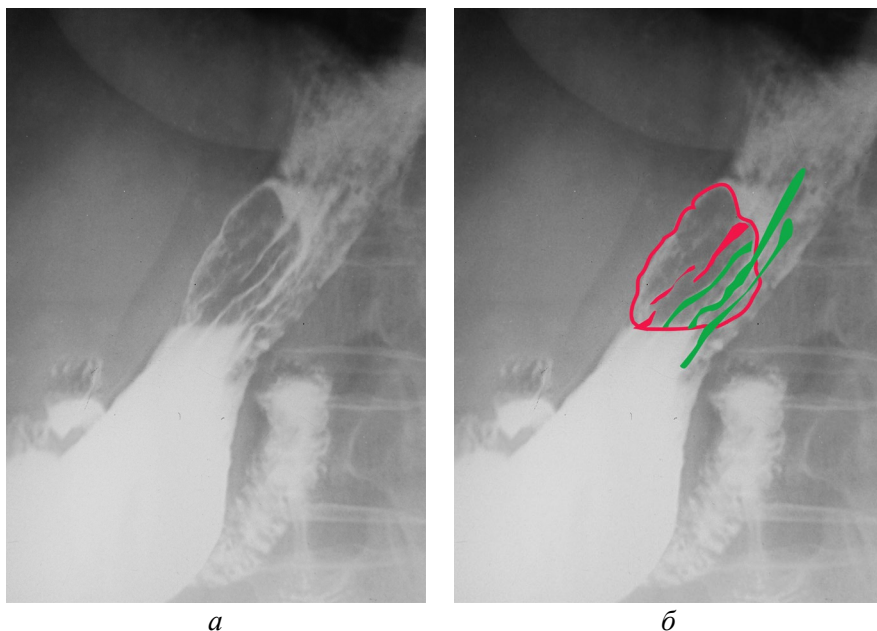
Рентгенография желудка при опухоли средней трети тела желудка. Определяется дефект заполнения (красная пунктирная линия). Отдельные складки слизистой оболочки на его фоне прослеживаются фрагментарно (красные области) – симптом обрыва складки. Часть складок не изменена (зеленые области): а – прямая проекция, стоя, б – прямая проекция, стоя, аннотированное изображение [оригинальный рисунок].
